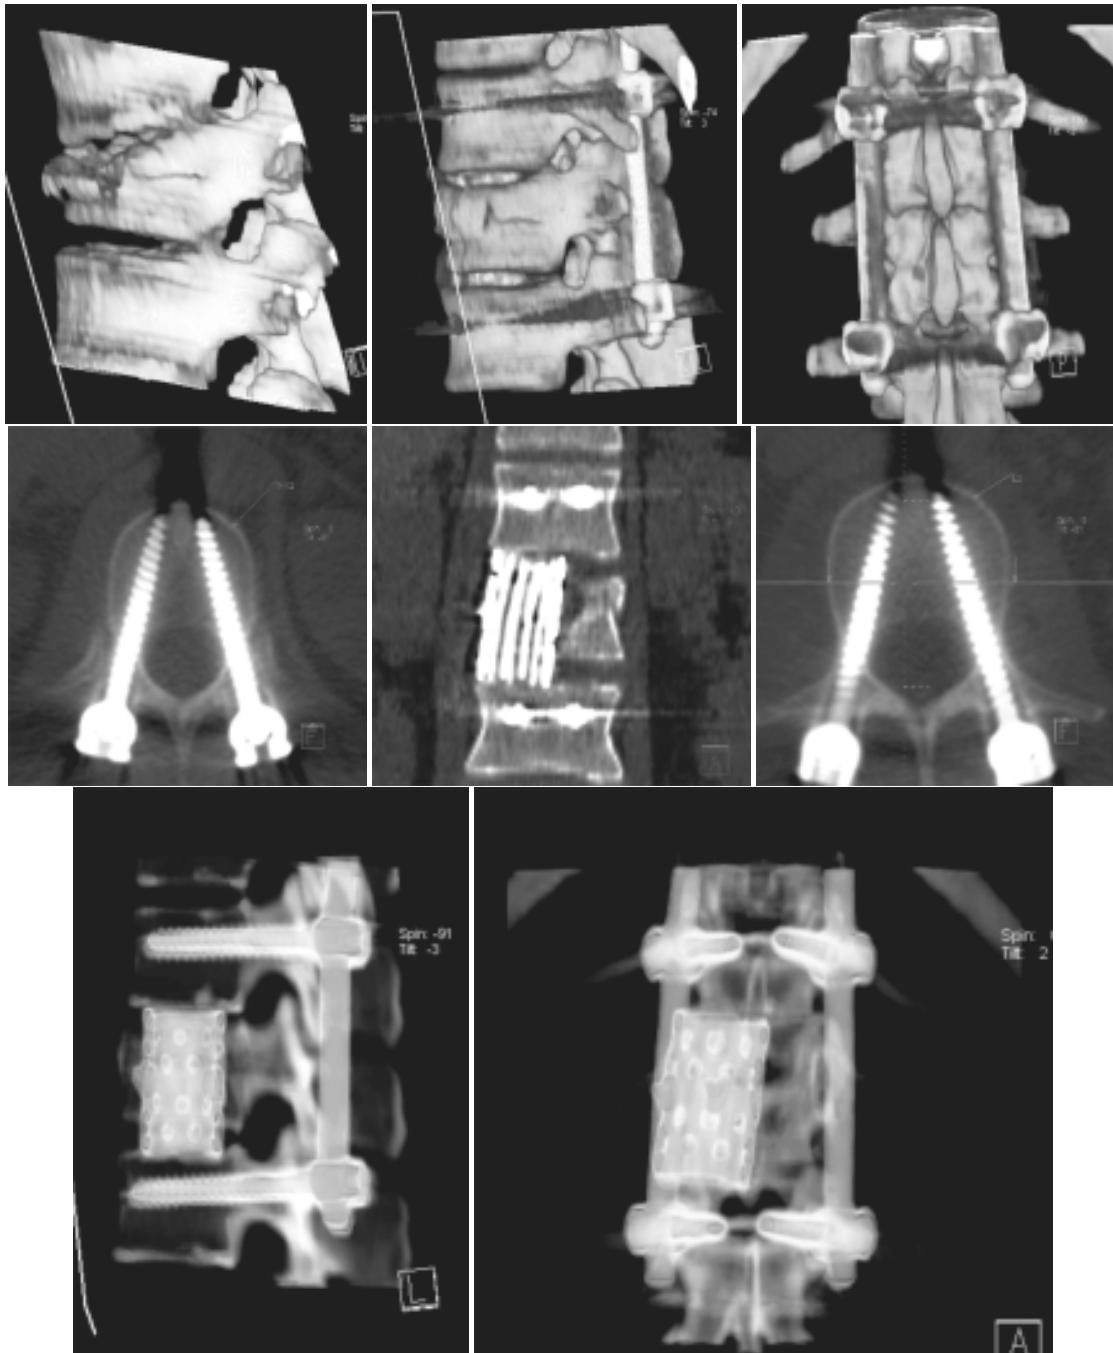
Компрессионно-оскольчатый перелом L_2 позвонка. Выполнен ventральный опорный расклинивающий спондилодез цилиндрическим титановым имплантатом НПО «Дальмит» с аутокостью и транспедикулярная фиксация конструкцией Xia® фирмы Stryker. а) СКТ 3D-реконструкция компрессионно-оскольчатого перелома; б, в) после оперативного лечения; г) винты, установленные в L_1 и L_3 , имплантат с аутокостью; д) общий вид установленной конструкции.
